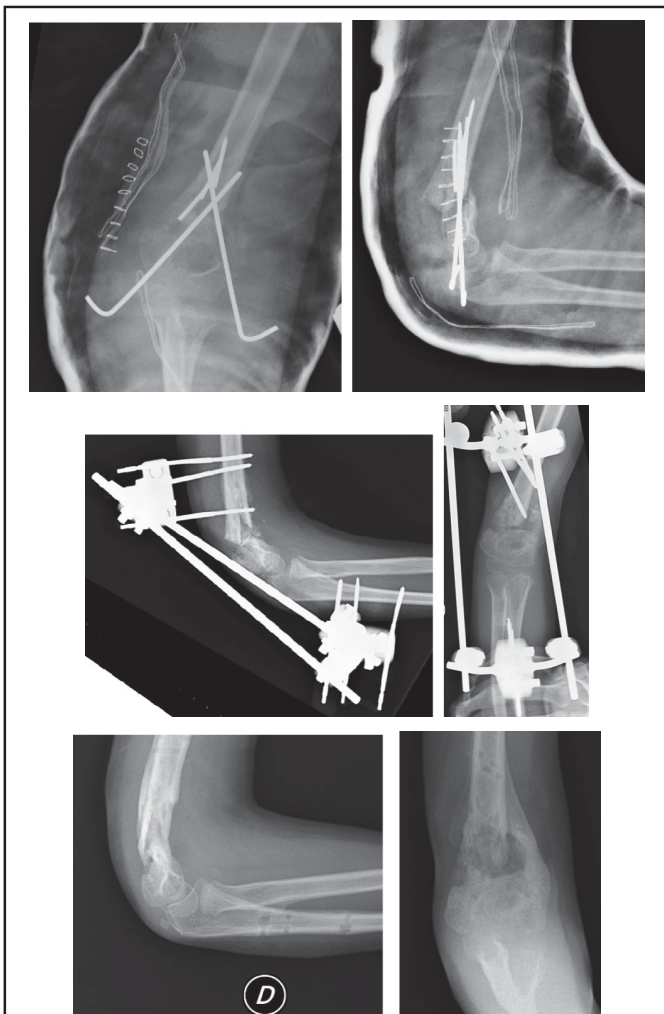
Petite fille âgée de onze ans, souffrant d'une paralysie cérébrale avec choréo-athétose suite à une asphyxie néo-natale. Chute de voiturette avec fracture supra-condylienne de l'humérus droit. Ostéosynthèse par broches de Kirschner avec trois reprises pour déplacements secondaires du fait des mouvements spastiques ; rupture d'une broche. L'enfant est finalement transférée dans notre Institution avec une infection profonde du site opératoire à *Pyocyanique*. Fig. 4-A : Radiographies à l'admission à l'Hôpital Erasme. Fig. 4-B : Reprise avec ablation des broches, y compris la broche cassée, nettoyage et drainage, et ostéosynthèse par fixateur externe huméro-ulnaire (montage relativement rigide 2 X 3 fiches de 3mm, demi-cadre avec deux barres vu la situation neurologique). Evolution favorable sous fixation externe avec guérison de l'infection. Fig. 4-C : Radiographies pratiquées immédiatement après le retrait du fixateur externe, au 59^{ème} jour postopératoire. Bonne évolution avec retour à la situation prétraumatique ; pas de récurrence infectieuse.
